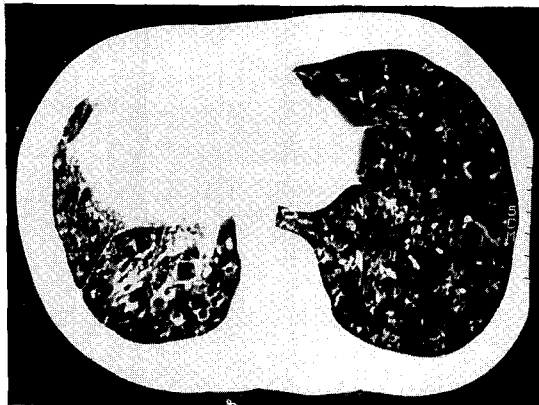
Chest HRCT of the case 2 showed diffuse dilatation of the bronchi in both lower lung.
